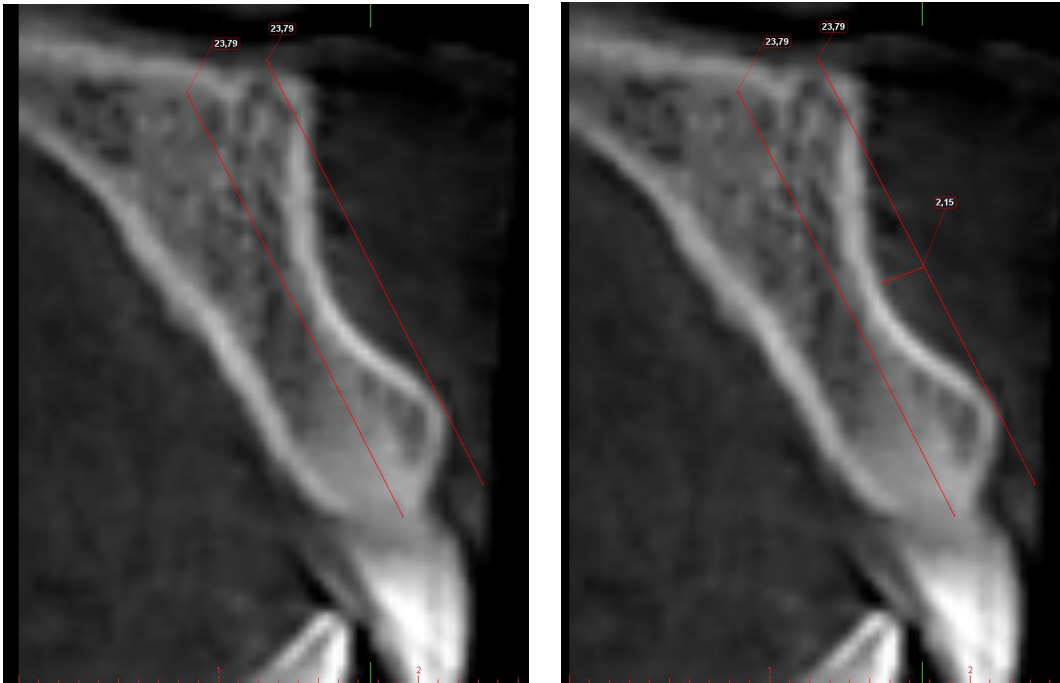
Konik ışınli bilgisayarlı tomografi görüntüsünde cross-sectional kesitte maksilla sol lateral-kanin arası bölgede bukkal andırkat varlığının ve derinliğinin belirlenmesi
